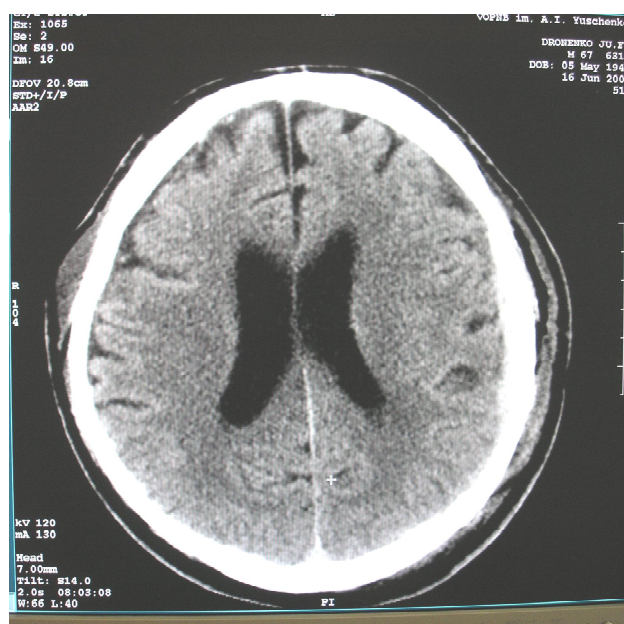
Приклад СКТ динаміки через 48 годин після оперативного втручання з приводу ЕК.
